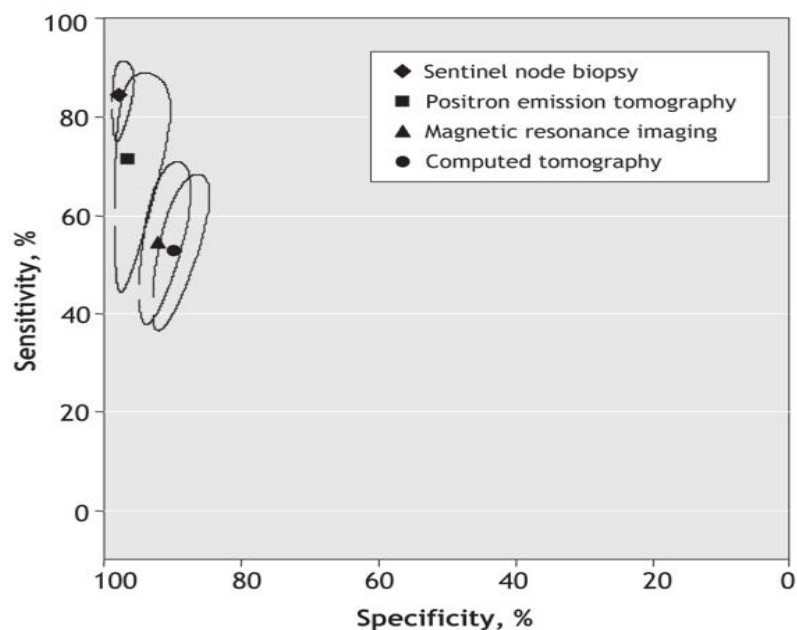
Сравнительная оценка информативности биопсии СЛУ, ПЭТ-КТ, КТ и МРТ для оценки состояния лимфоузлов у больных раком шейки и тела матки.
